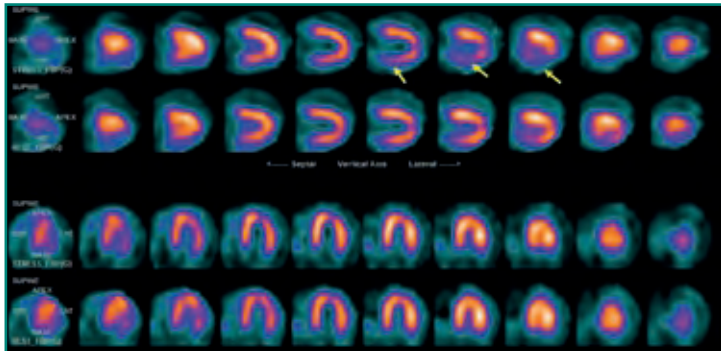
SPECT en un paciente con isquemia inducible en cara inferior, menor captación de radiotrazador en cara inferior tras el estrés (flechas amarillas) normal en el reposo.
